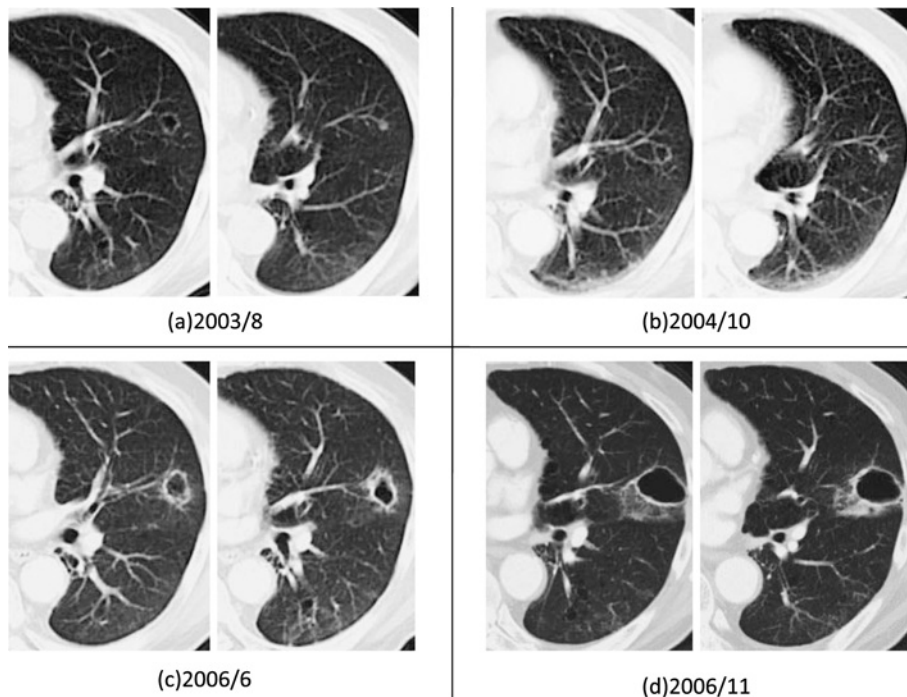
(a) Chest CT film in August 2003 showing the thin-walled cavity and a small nodule. (b) No remarkable change was observed in Chest CT between 2003 and 2004. (c) The cavity increased its size and the wall became thicker in August 2006. (d) The cavity had expanded rapidly and its wall had become thinner in November 2006.
